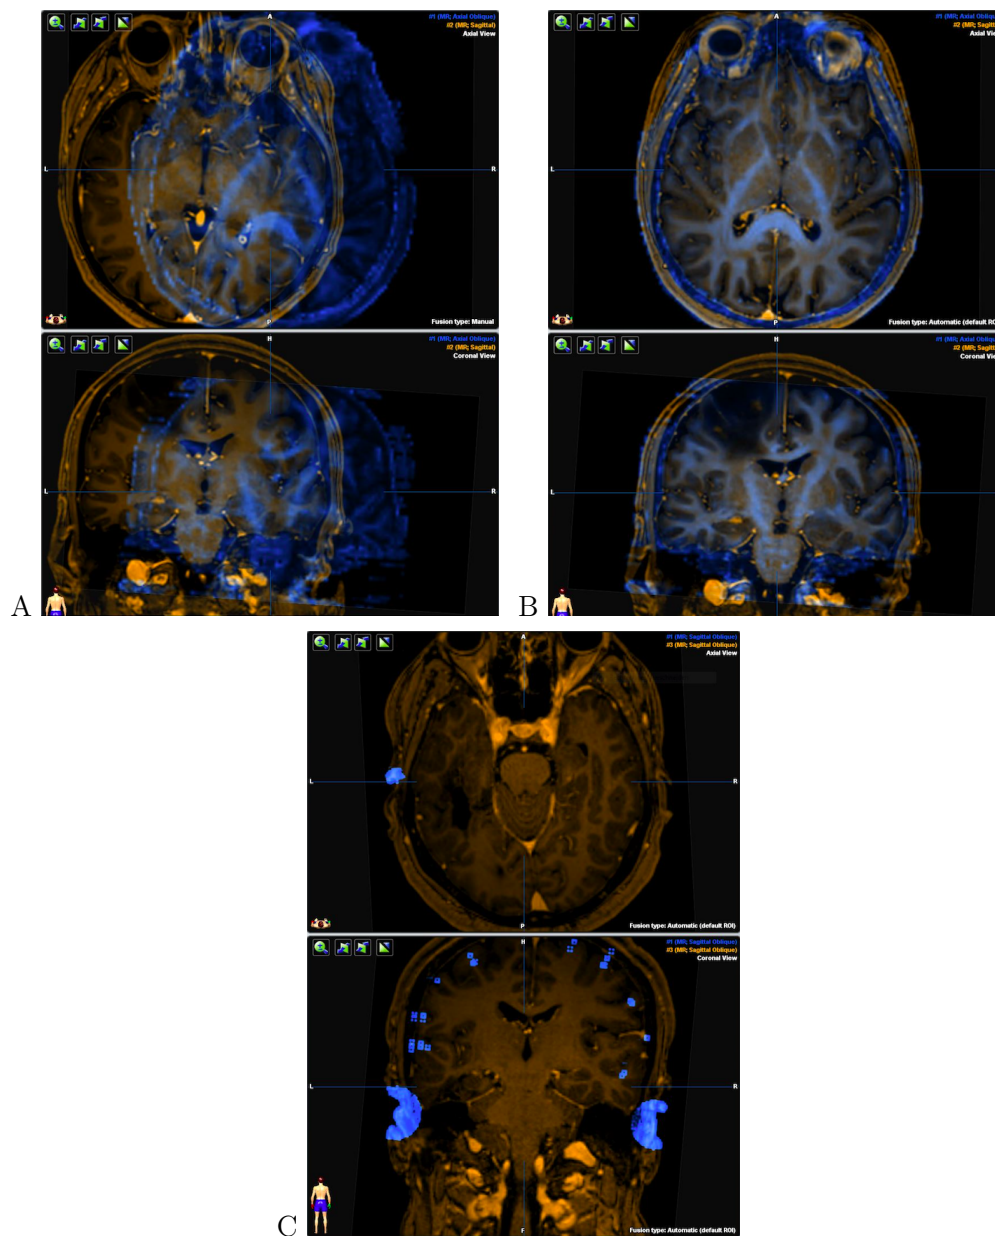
(A) und (B): Darstellung der Autofusion zweier verschiedener MRT-Sequenzen. (C): Autofusion einer MRT-Sequenz mit den sprachpositiven TMS-Stimulationspunkten. Quelle: eigene Abbildung.
